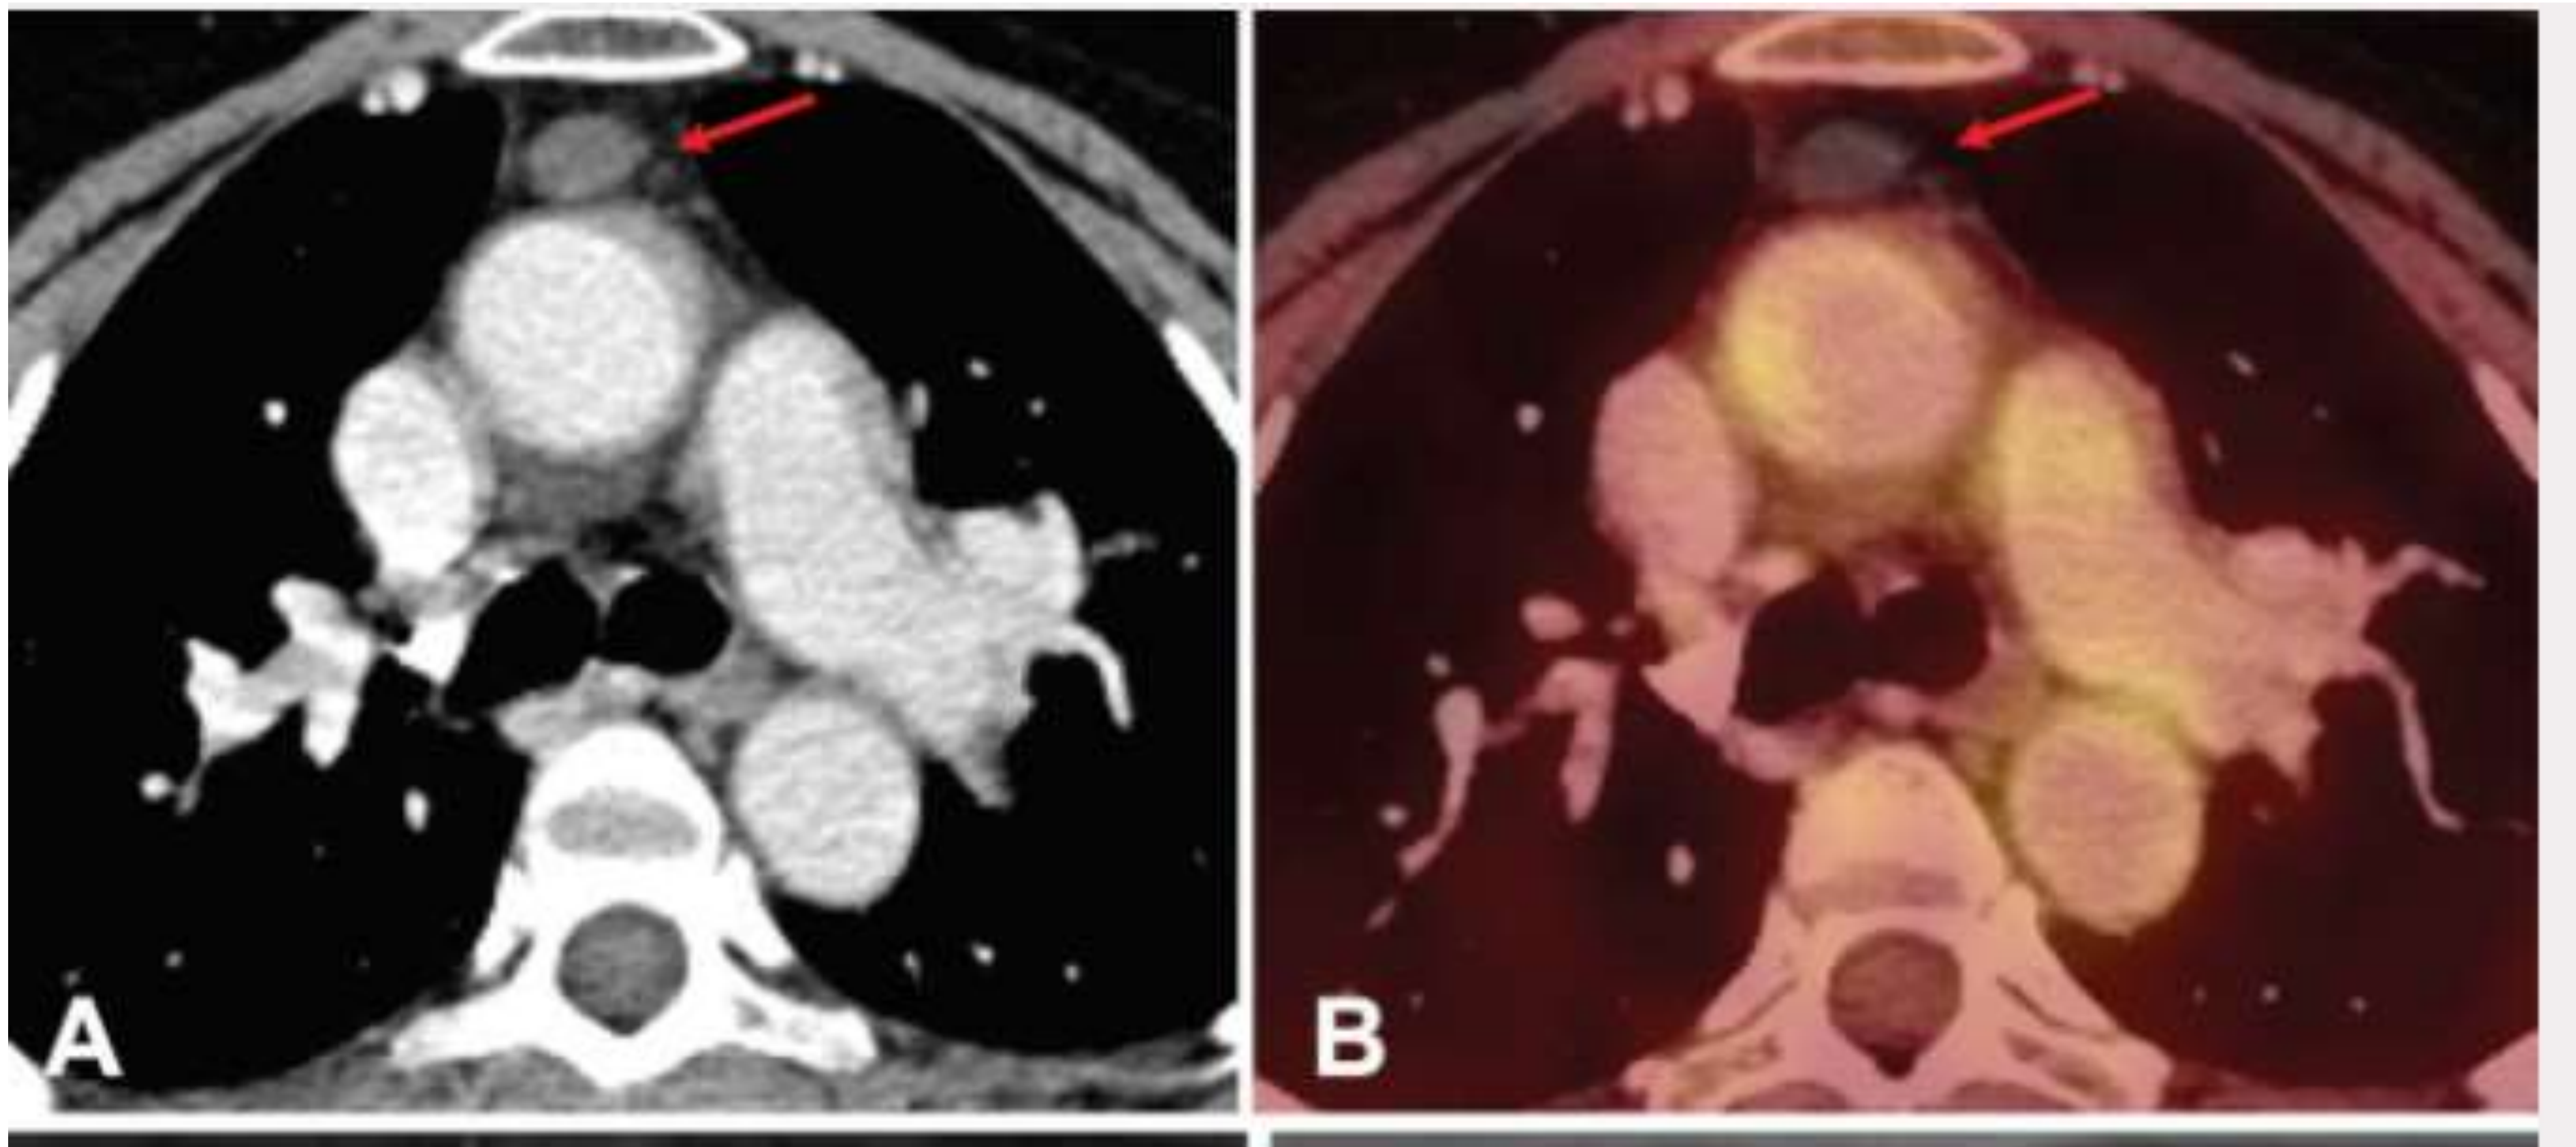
Imágenes axiales TC con contraste IV y fusión PET-TC en las que se evidencia un nódulo bien delimitado con densidad líquida, de paredes imperceptibles, sin realce con contraste ni captación de 18-FDG. Quiste tímico.
